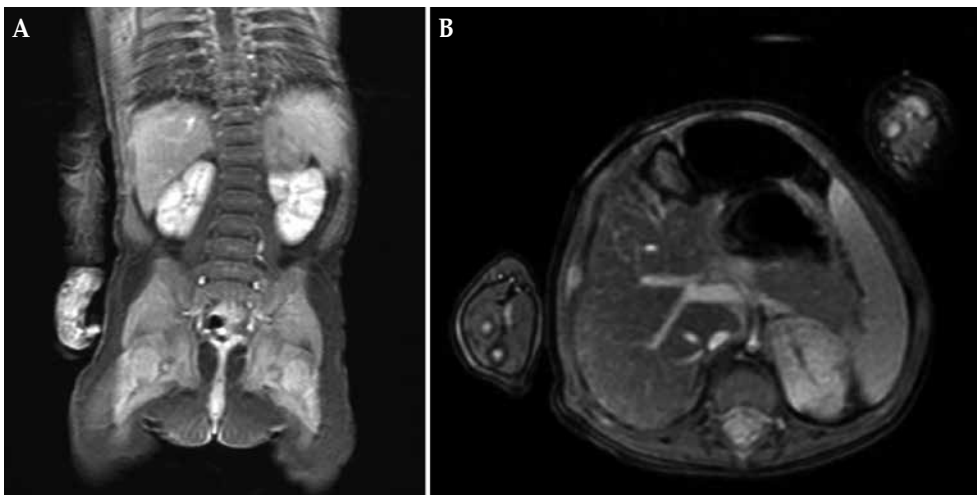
RM de neuroblastoma suprarrenal izquierdo. A) Corte coronal. B) Corte transversal.
